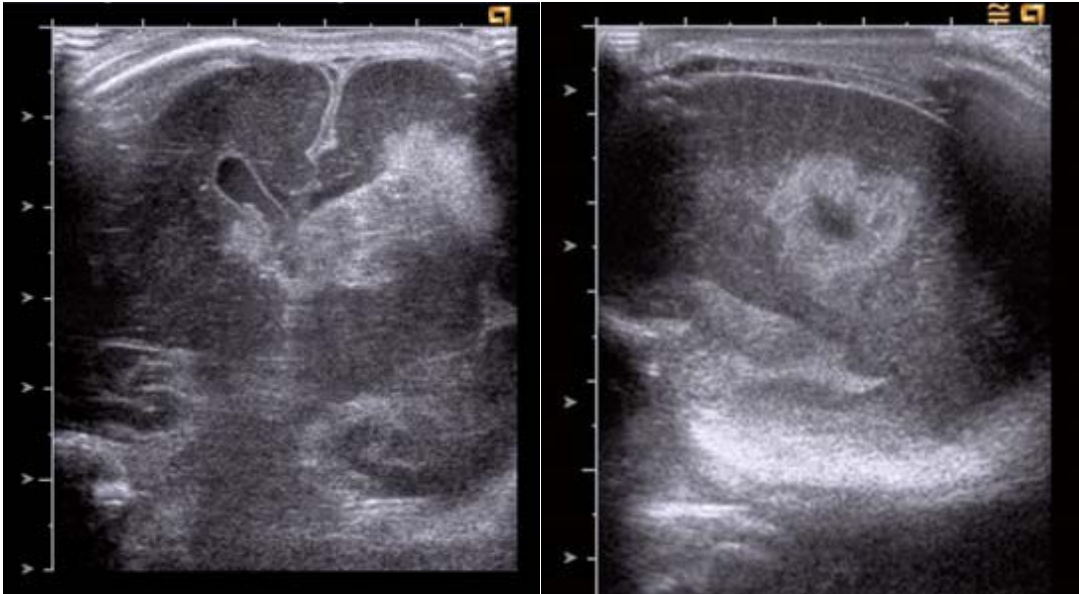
Sonographische Darstellung von Hirnblutungen Frühgeborener: Grad III IVH und PVH (51).
